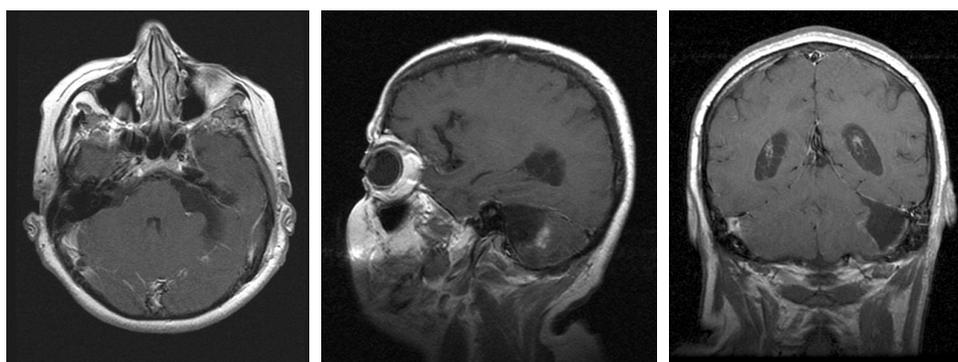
Пациентка X. МРТ T1 ВИ с контрастным усилением после операции.
